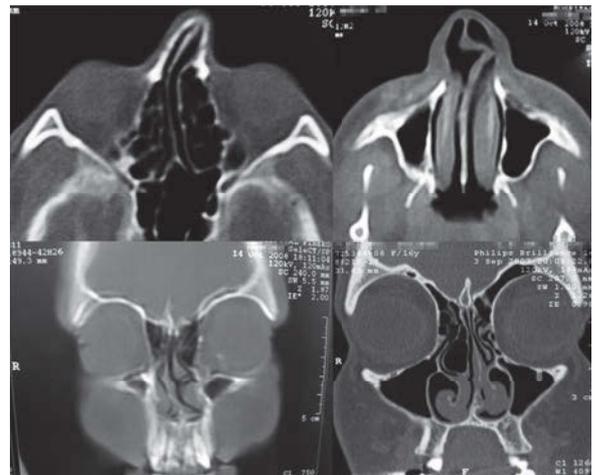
Tomografía computarizada, cortes axiales y coronales, que evidencian dos tipos de desviaciones septales.
